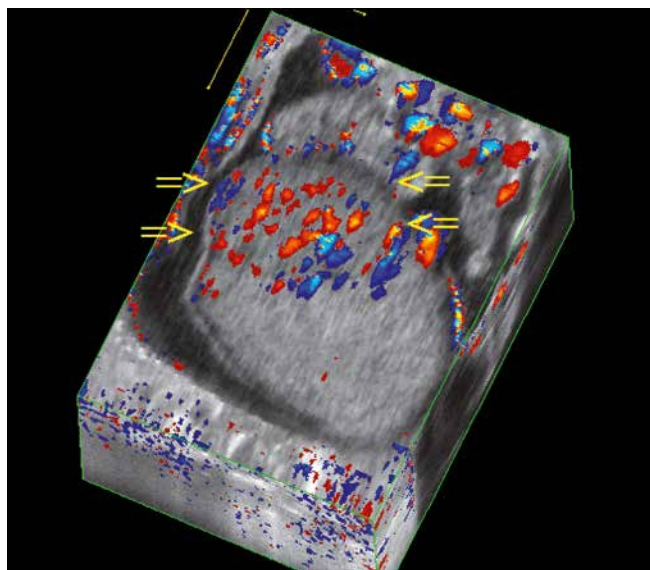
3D ultrasound scan. Three-dimensional reconstruction of the left testis using color Doppler imaging
